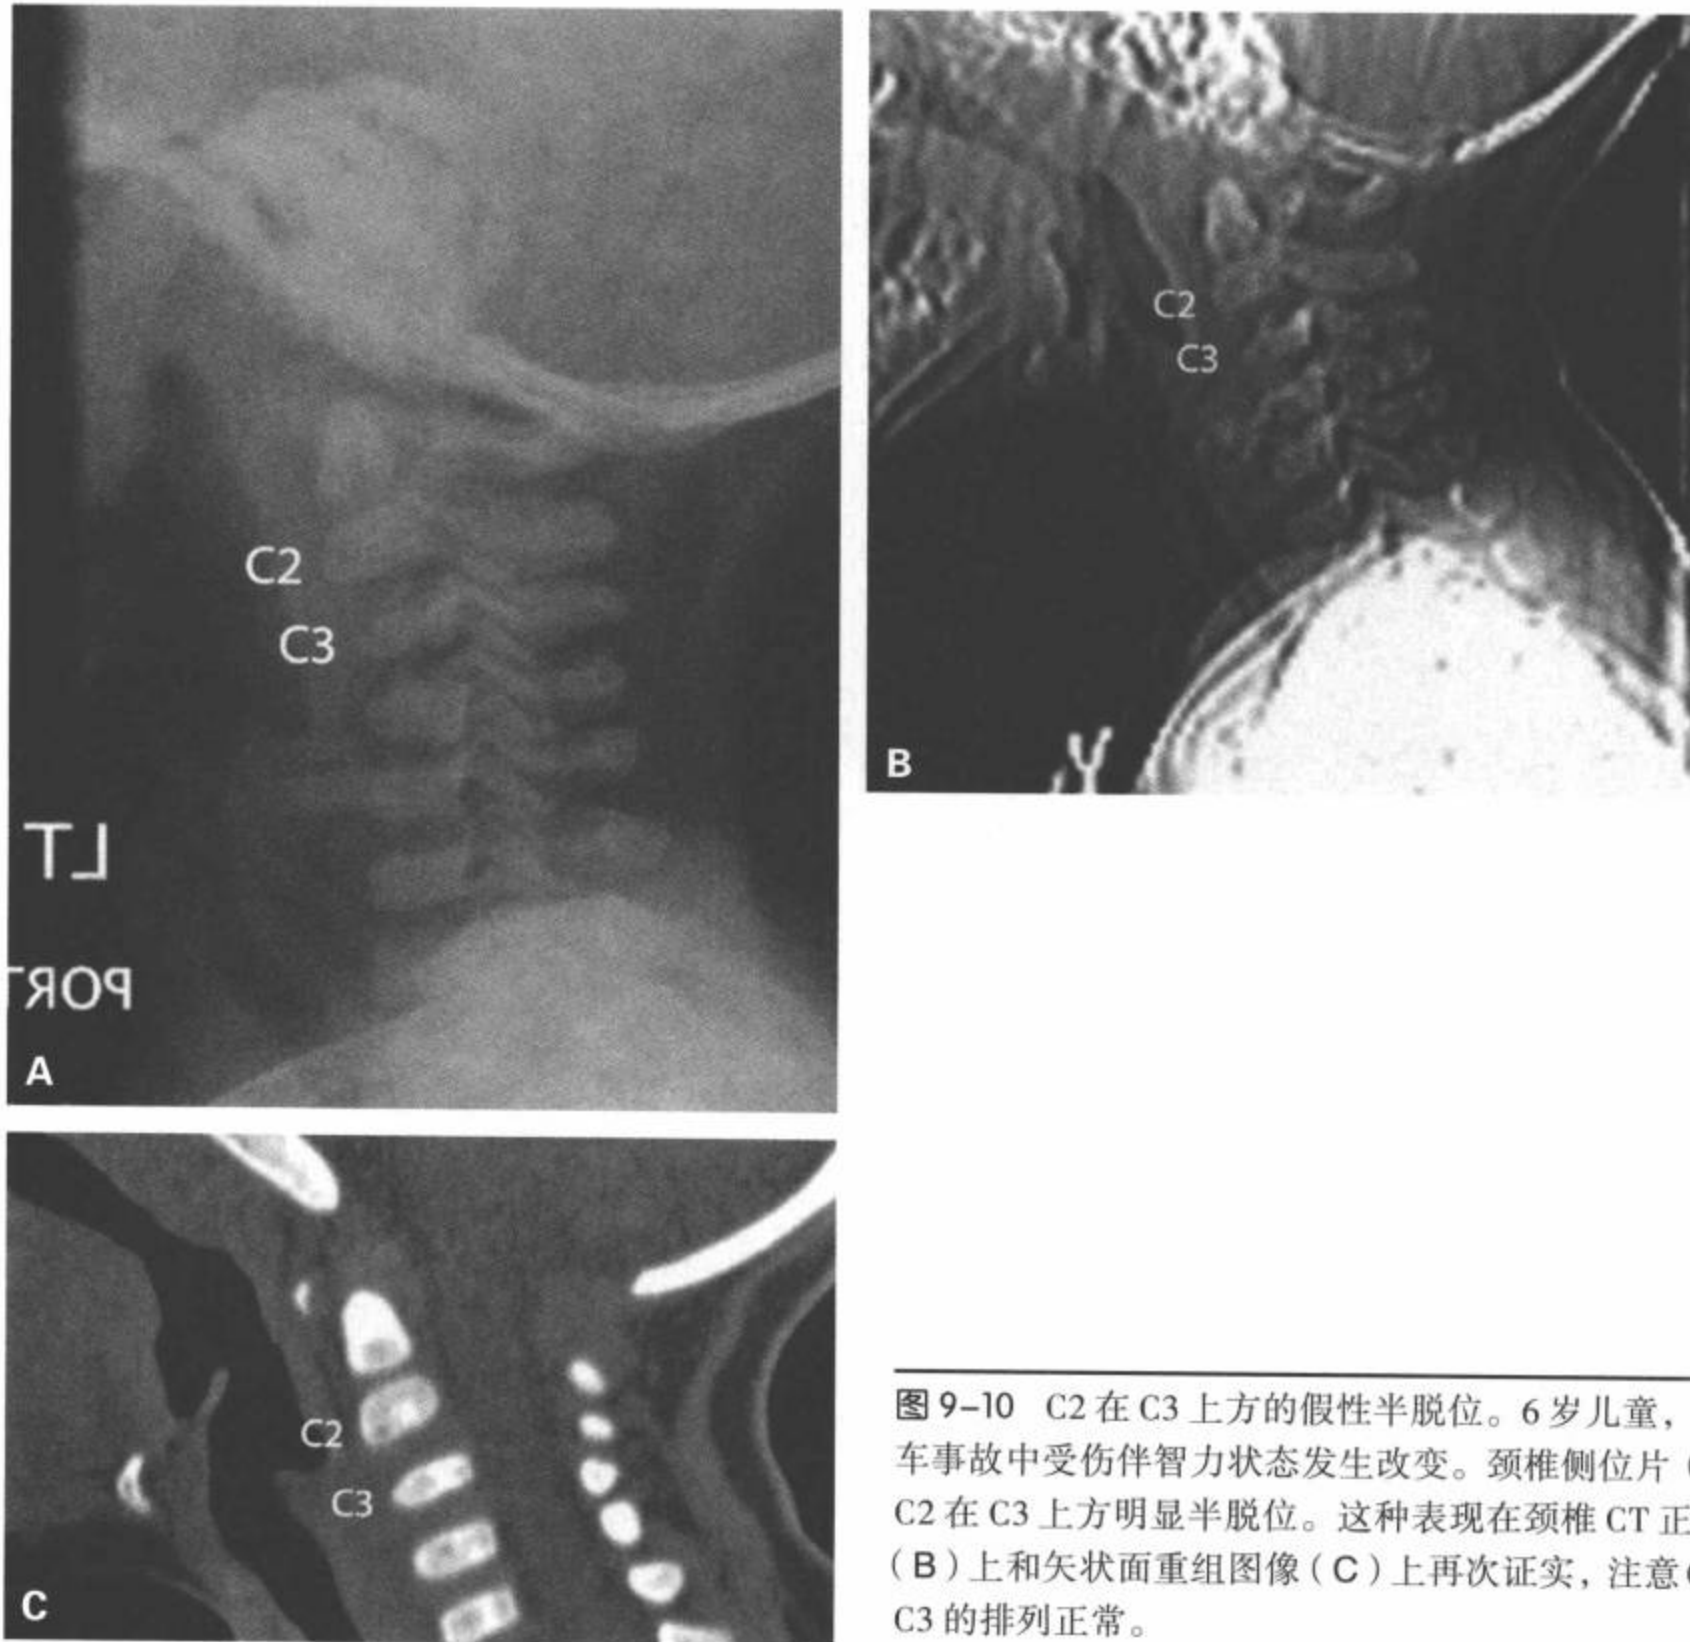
C2在C3上方的假性半脱位。6岁儿童，在一次汽车事故中受伤伴智力状态发生改变。颈椎侧位片(A)显示C2在C3上方明显半脱位。这种表现在颈椎CT正中定位图(B)上和矢状面重组图像(C)上再次证实，注意C2相对于C3的排列正常。
